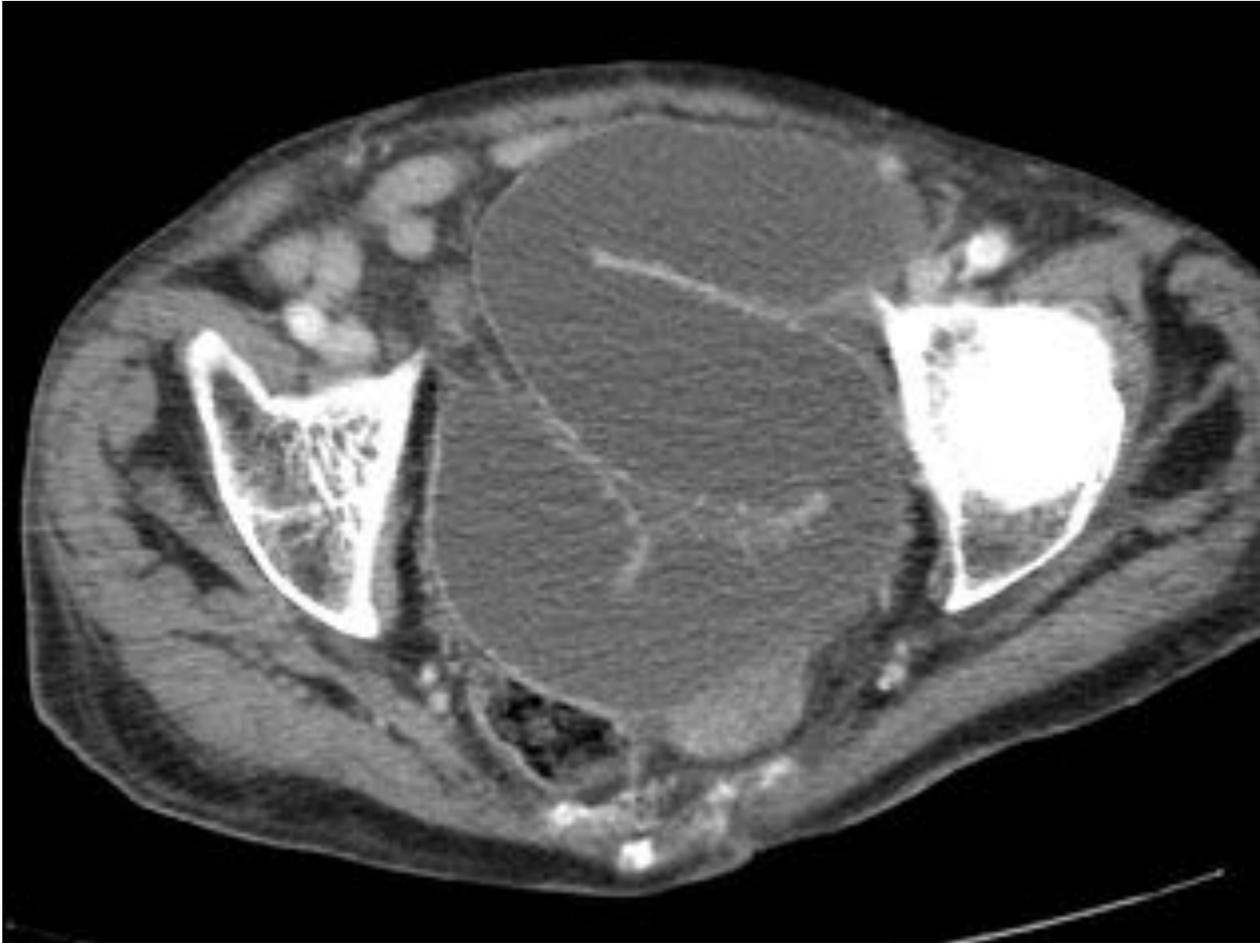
TC con contraste intravenoso. Plano axial. Dilatación de asas de intestino delgado con contenido líquido y afilamiento distal, en relación con obstrucción intestinal producida por una hernia obturatriz.
